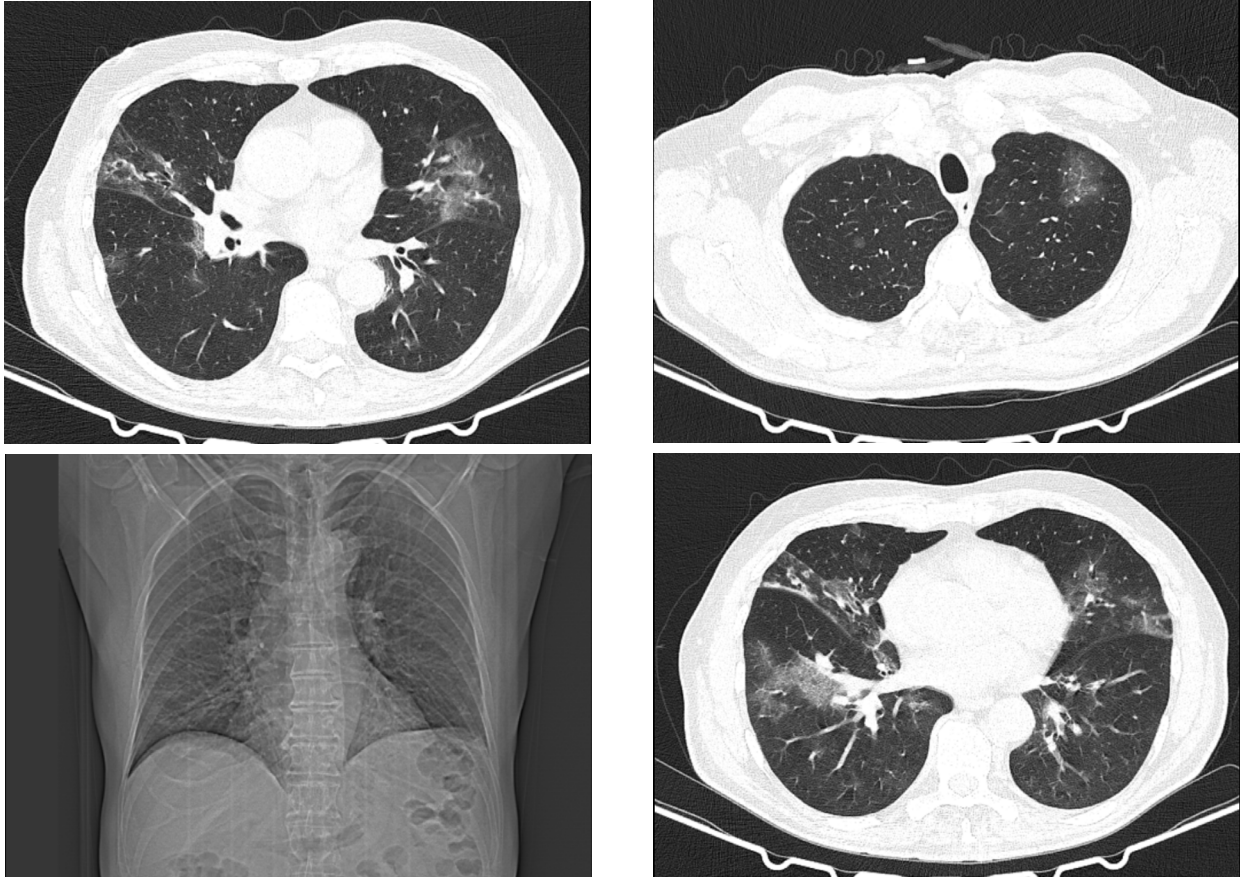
КТ-грама легень хворого на початку, через один та через три місяці після початку COVID-пневмонії (зверху вниз).
